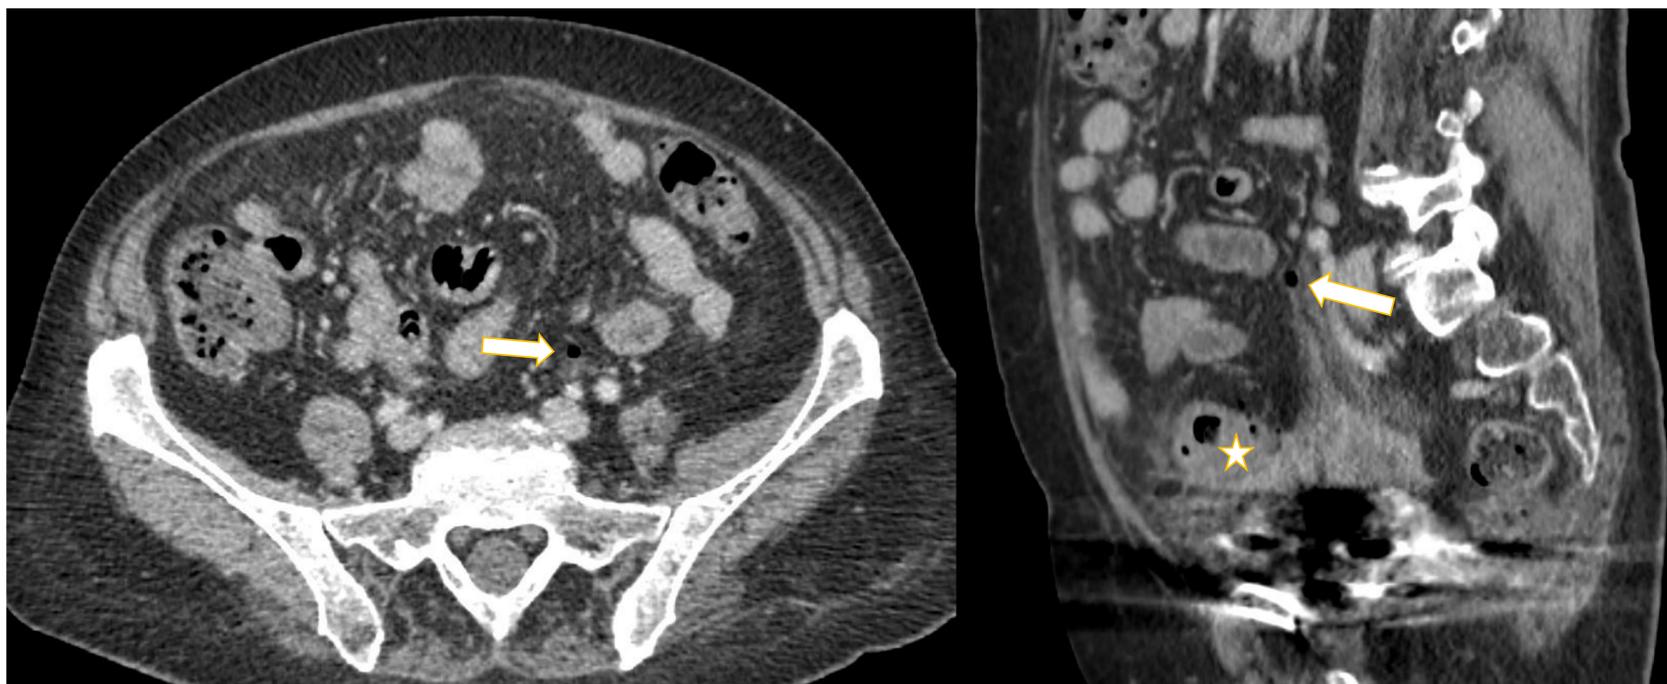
Cambios inflamatorios diverticulares y burbuja de gas próxima a bifurcación iliaca (flecha blanca) a mas de 5 cm del segmento de colon inflamado (estrella). Presentó buena evolución clínica y radiológica en TC control.
